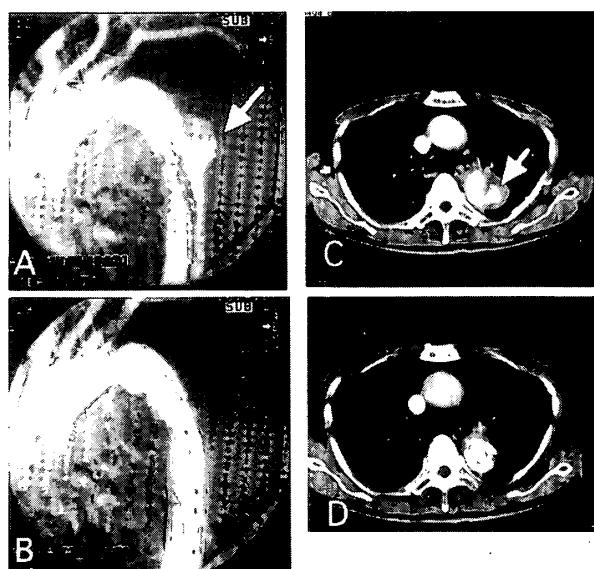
症例2、吻合部仮性瘤(A-DSA, C-CT scan)
